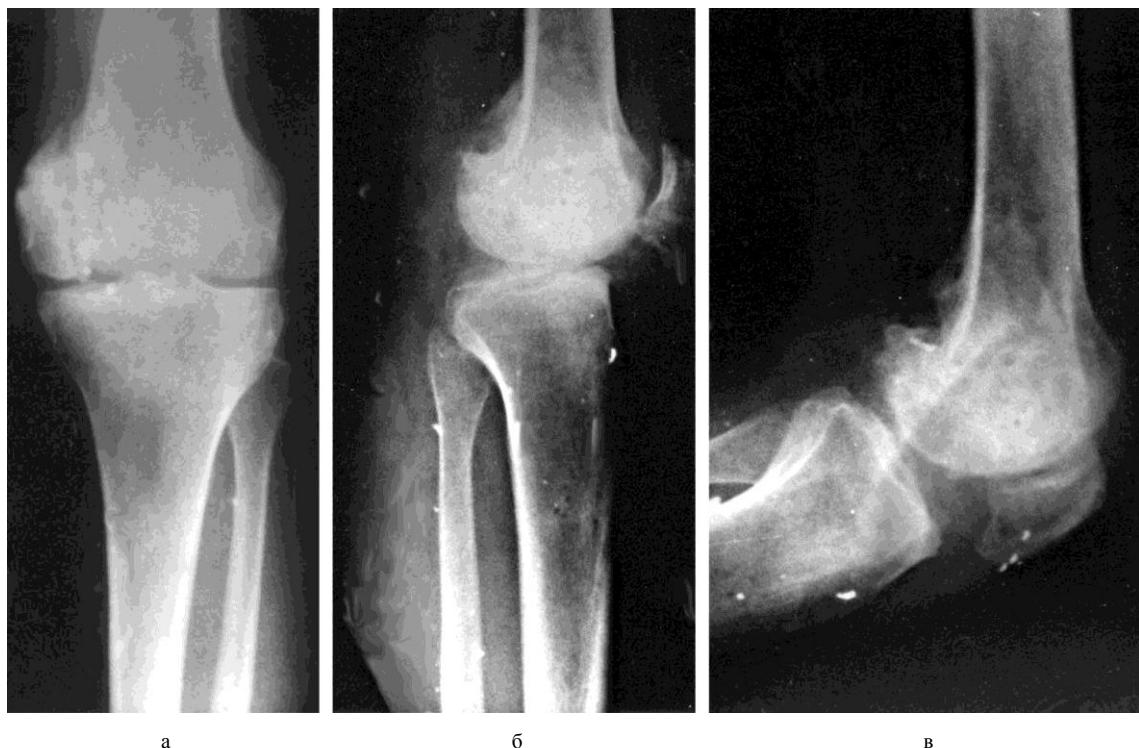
Рентгенограммы коленного сустава пациента Д. через один год после выписки из клиники: а – в прямой проекции; б – в боковой проекции; в – в положении сгибания
